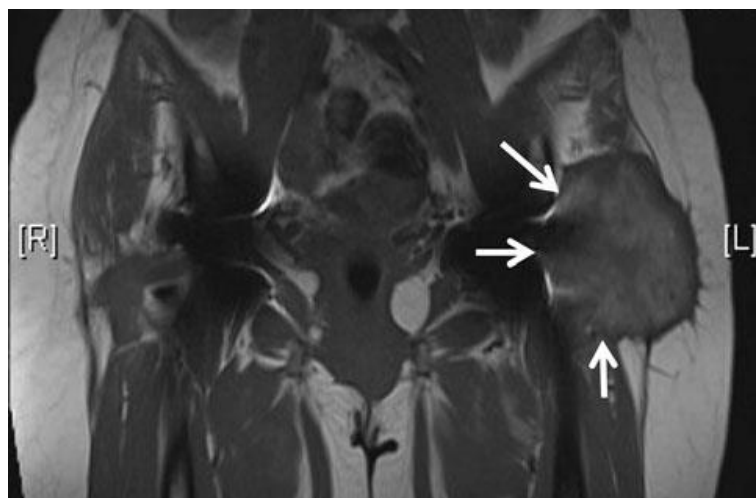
Pseudotumor mit Pfeilen dargestellt in koronarem MRT mit Metall-Artefakt verminderter Sequenz ("MARS" - metal artifact reduction sequence) (42)
